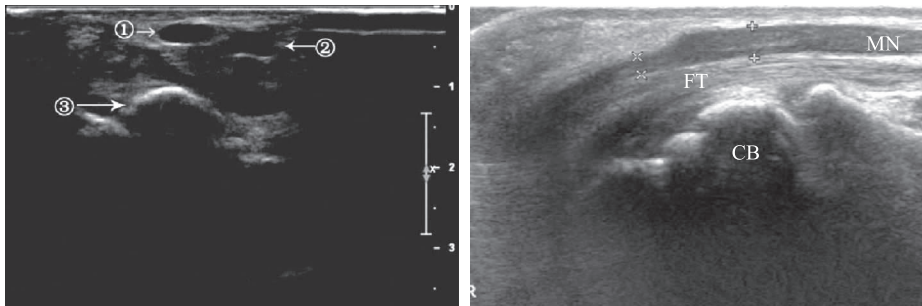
高频超声检查显示腕管综合征中正中神经横切面(左)和纵切面(右) ①为正中神经;②为肌腹;③为腕骨;MN 为正中神经;FT 为屈肌腱;CB为腕骨
